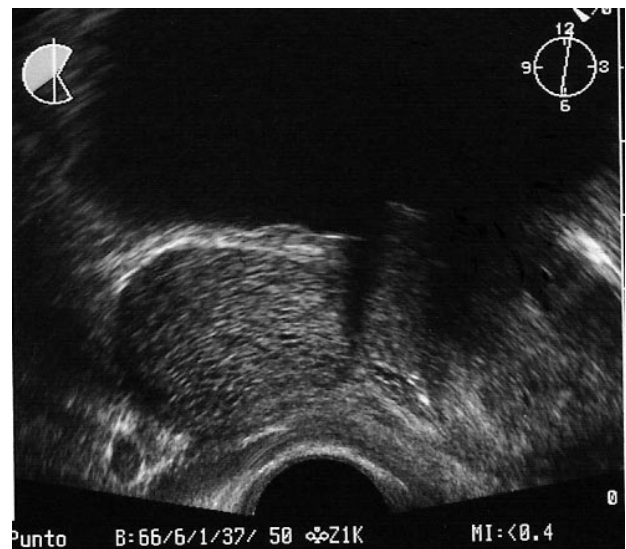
Ecografía transrectal: sección longitudinal (izquierda) y transversal (derecha). Hipertrofia prostática benigna con lóbulo medio de crecimiento retrovesical.
